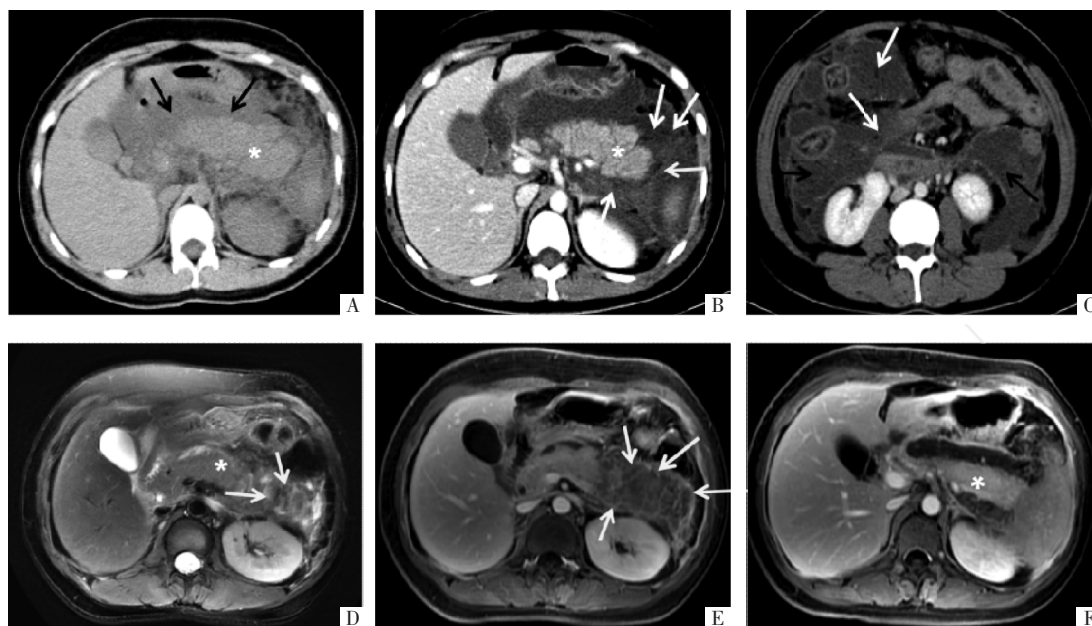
病人女,33岁,腹痛腹胀2 d伴加重1 d入院。A图 发病后3 d全腹CT平扫示胰腺明显肿胀(*),胰腺周围大片状液体密度影,液体密度均匀(黑箭)。B、C图 治疗8 d后,CT增强扫描静脉期显示胰腺强化均匀(*),胰腺周围大片状液体密度影未见明显吸收,且其内可见稍低密度影(提示胰周脂肪坏死)(白箭)。胰周脂肪坏死积聚延伸至双侧结肠旁沟、盆腔肠系膜间(黑箭),其内见稍低密度影(白箭)。D-F图 发病1月余后复查,快速自旋回波(FSE)T₂WI抑脂像上胰腺尾部稍高液体信号影中可见斑片状、条絮状稍低信号影(白箭);梯度回波(GRE)T₁WI抑脂增强扫描延迟期胰腺强化均匀(*),胰周坏死性积聚演变成WON,周围可见环形强化的壁(白箭)。
